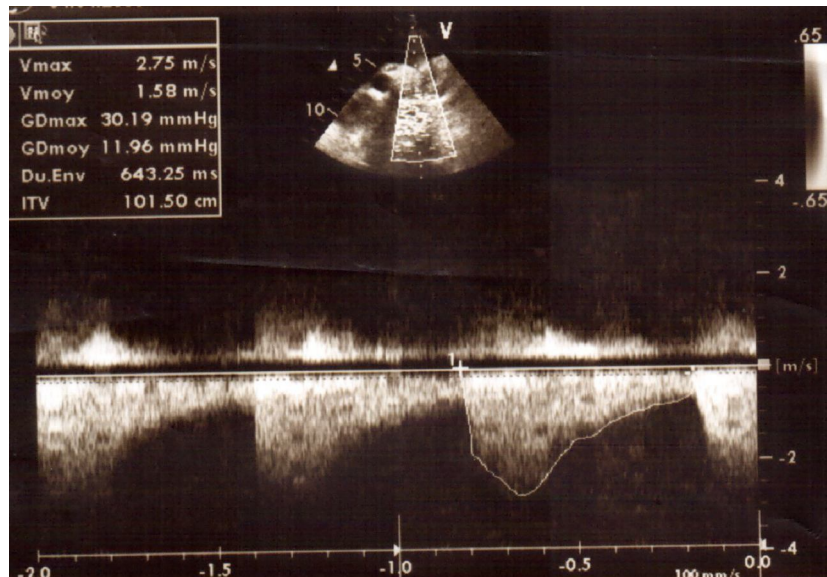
Echocardiographie transthoracique doppler continu par voie suprasternale montrant une diminution de la vitesse du flux aortique au niveau de l'isthme à 2,7 m.s⁻¹ avec persistance d'un flux diastolique.
